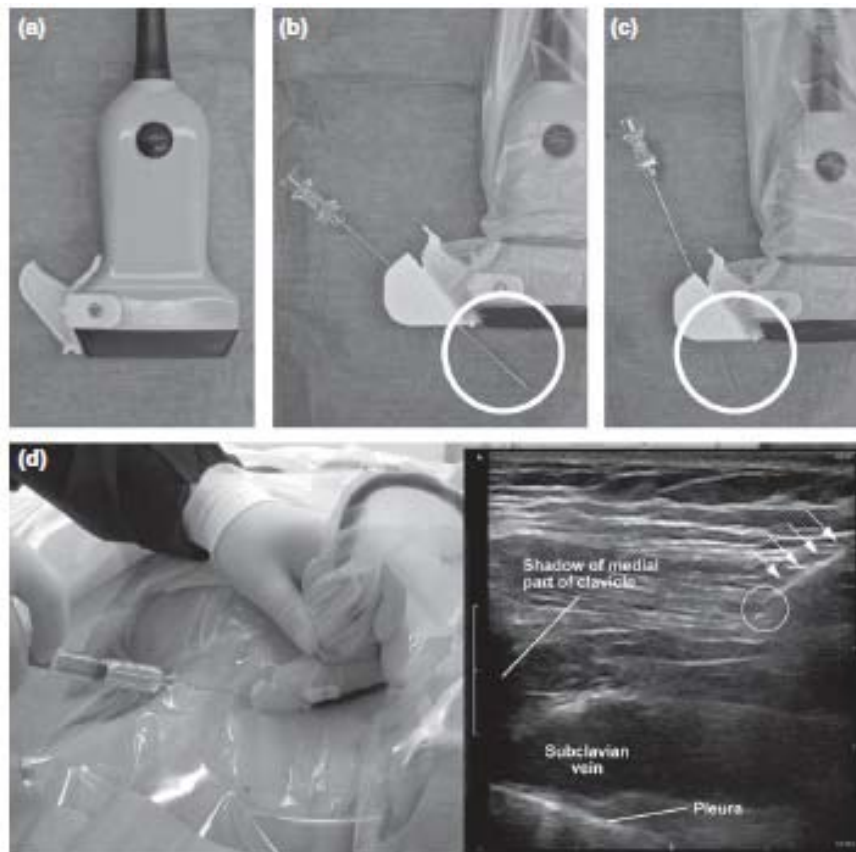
(a) Exemple d'une sonde échographique avec un support aiguille non stérile. (b) sonde avec un support aiguille couvert de gaine stérile. (c) démonstration de l'angle d'insertion de l'aiguille. (d) image échographique correspondante au cathétérisme de la VSC dans son axe longitudinale [66].
